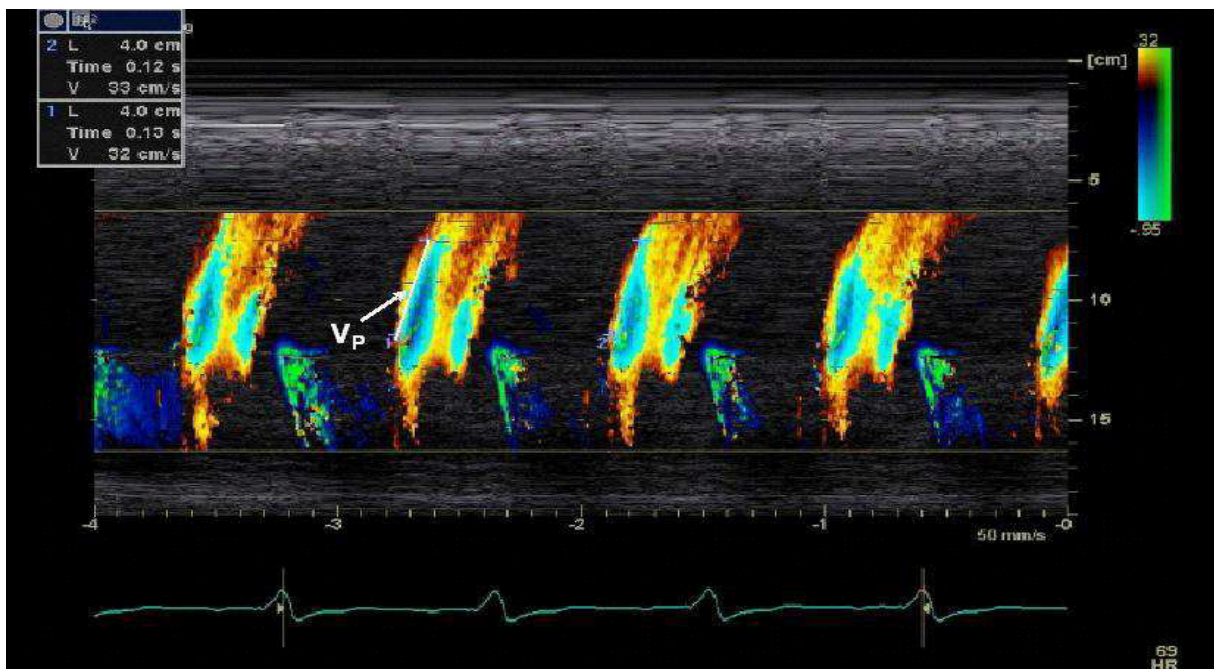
Farb-Doppler-M-Mode der Mitralklappe aus dem apikalen Vierkammerblick. V_p (Propagationsgeschwindigkeit des frühdiastolischen Einstroms) wurde entlang des Bereichs der höchsten Geschwindigkeit (grünblau dargestellt) gemessen.
